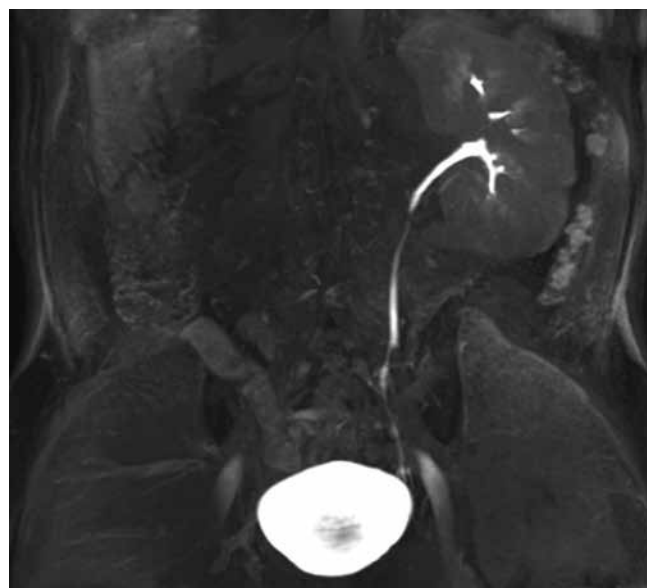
МР-томограмма T1-ВИ, MIP-реконструкция, корональная плоскость. Чашечно-лоханочный комплекс и мочеточник справа не визуализируются – аплазия
